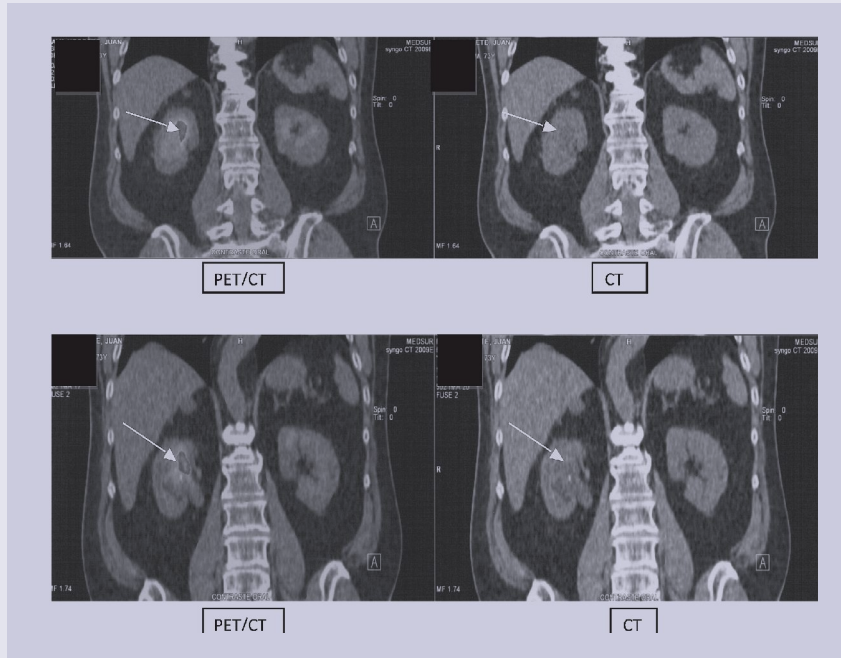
Masculino de 73 años de edad con diagnóstico de carcinoma uroepitelial de uréter derecho y antecedente de cáncer de vejiga. Solicitan estudio PET/CT para etapificación.
